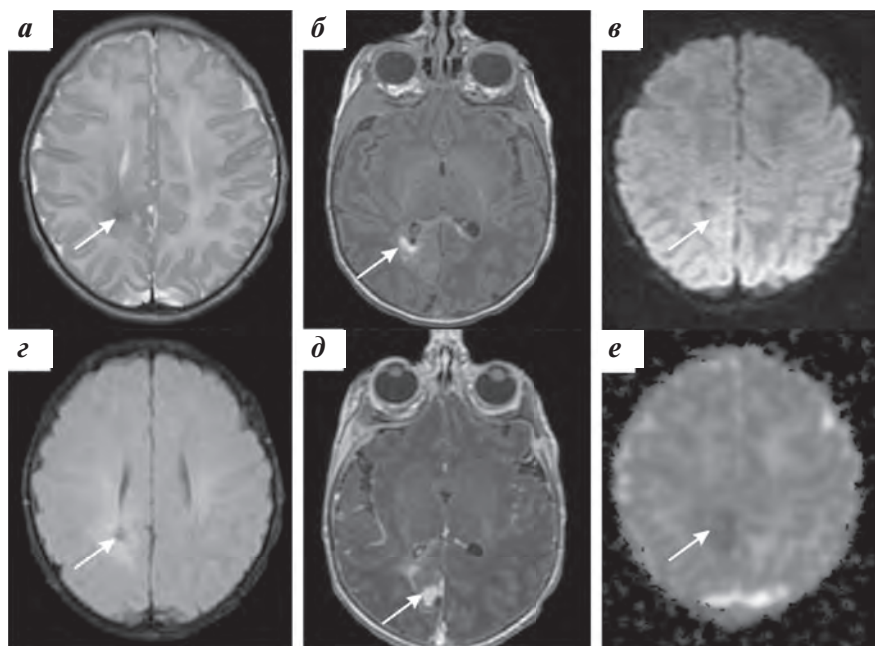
МРТ головного мозга с контрастным усилением в возрасте 17 дней. В динамике в центральных отделах определяется гипоинтенсивный сигнал на T2-ВИ (а), по периферии — гиперинтенсивный сигнал по FLAIR (г). Отмечаются признаки ограничения диффузии умеренной степени: в — DWI; е — ADC. На доконтрастных T1-ВИ (б) сохраняется зона гиперинтенсивного сигнала перивентрикулярно заднему рогу правого бокового желудочка, вероятно, последствия кровоизлияния. На T1-ВИ после контрастного усиления очаговое повышение МР-сигнала в структуре опухоли (д)
